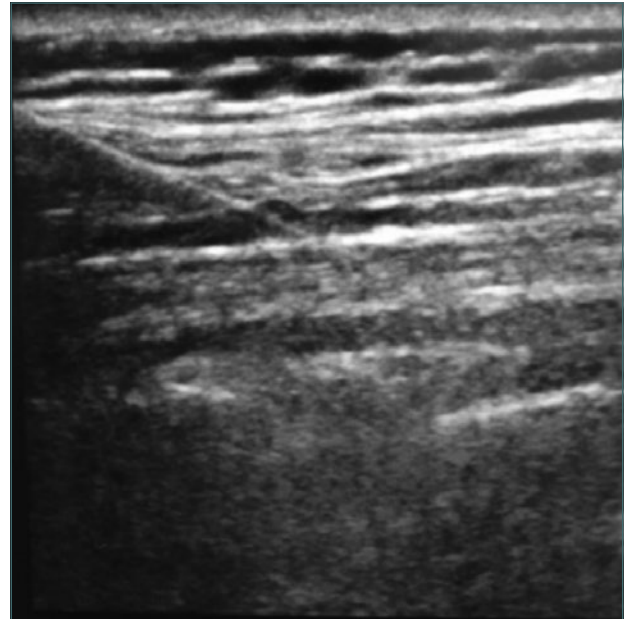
Ecografía del momento de la inserción de la aguja a la altura de T5.
